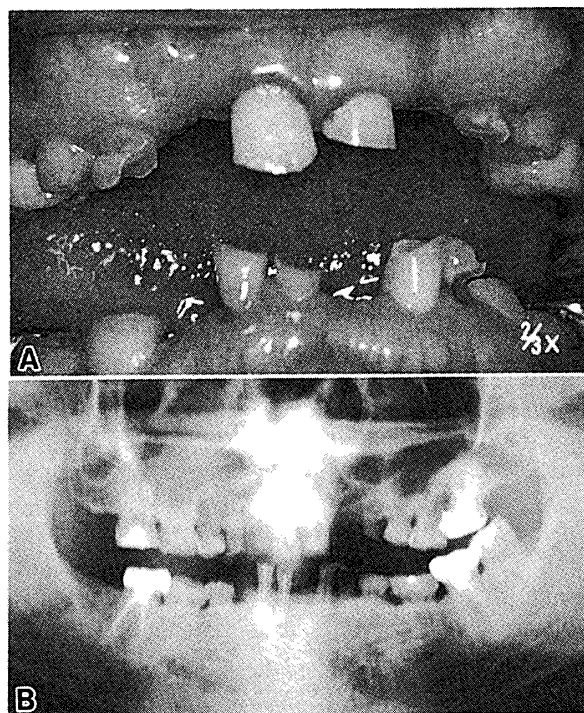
Congenital absence of the many permanent teeth with persistent deciduous teeth (41-year-old man). Intraoral view (A) and panoramic radiograph (B).
